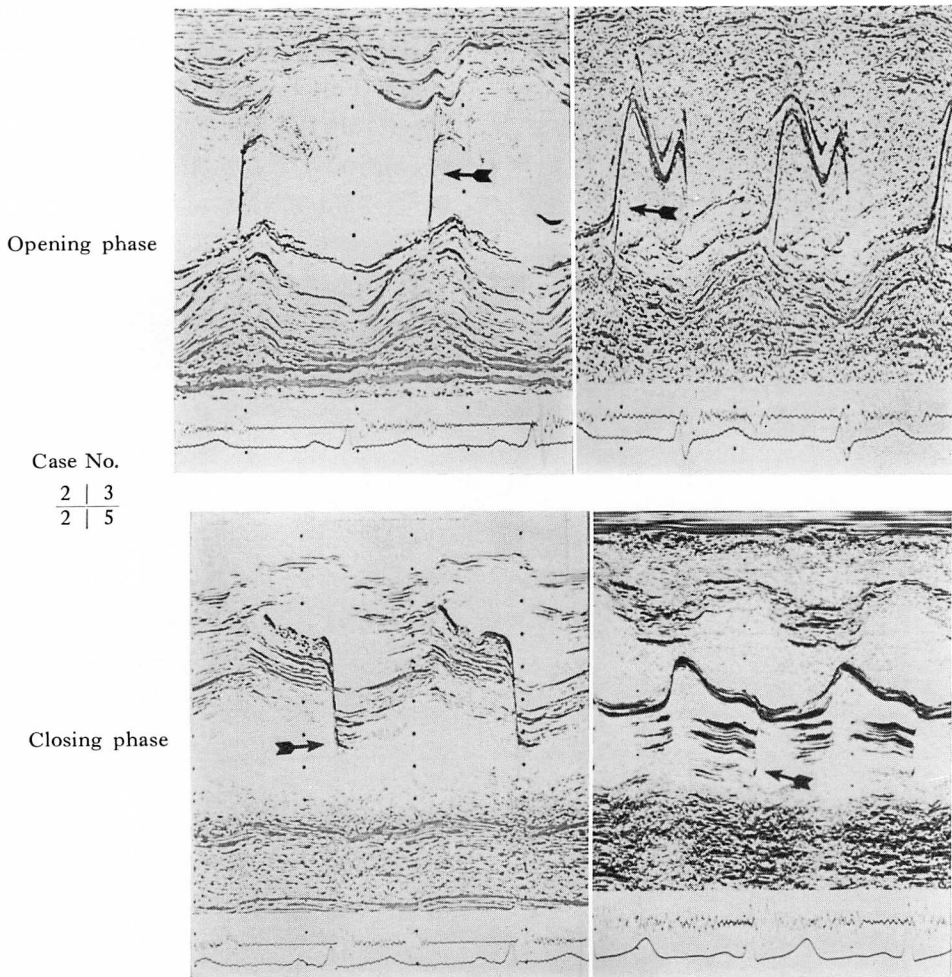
M-mode echocardiograms of ruptured chordae tendinae showing exaggerated (flicky) motion of the anterior mitral leaflet.
